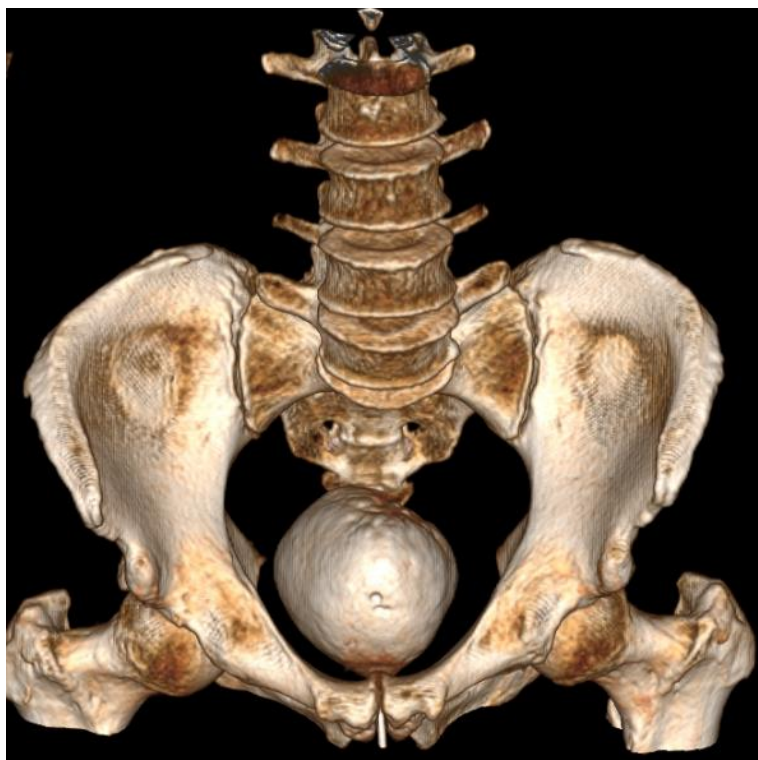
КТ-цистограмма на 6-е сутки после операции
